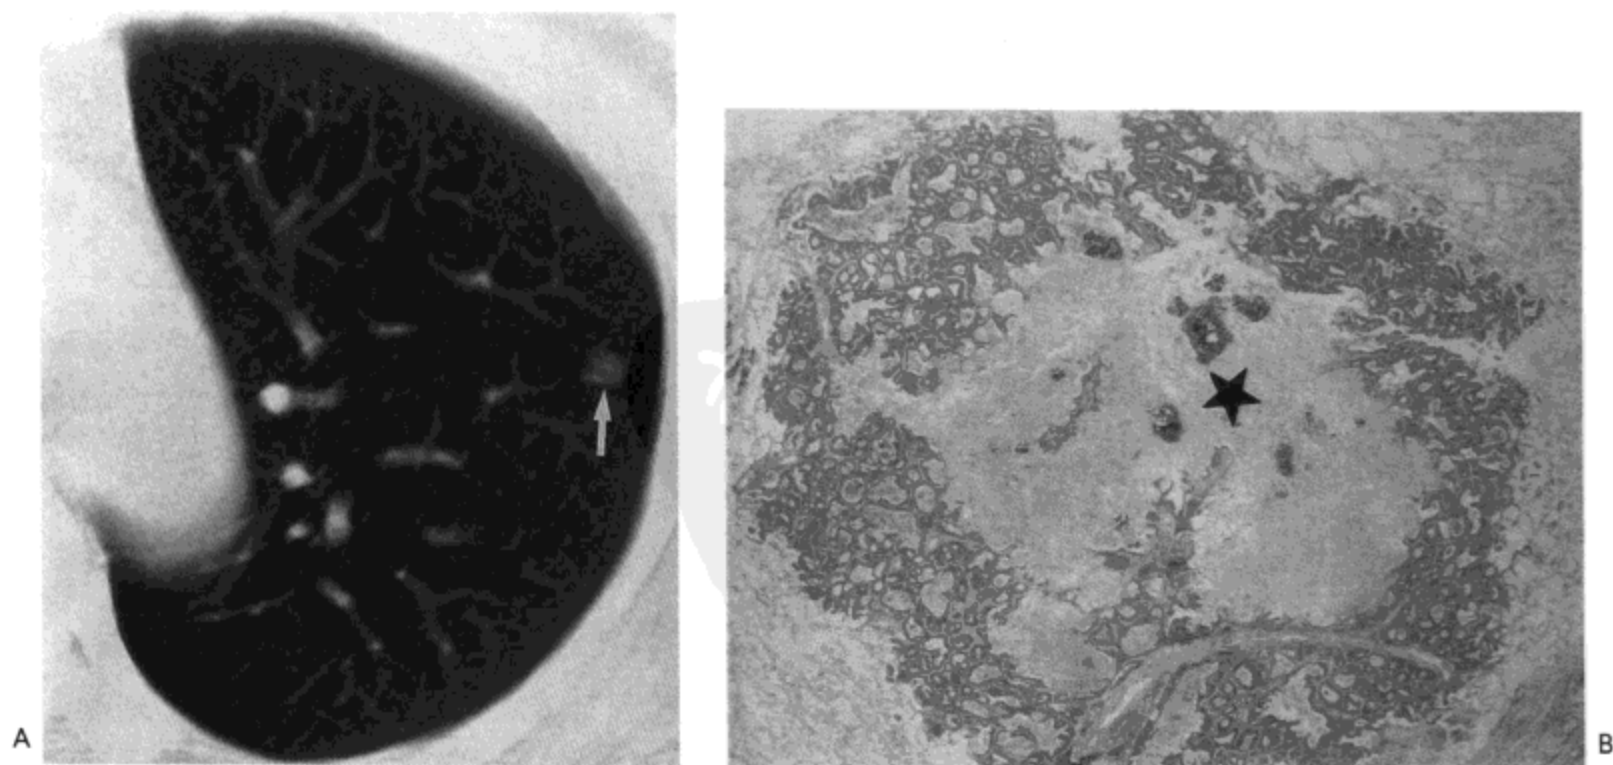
肺转移瘤—光滑的边缘。A: CT影像(7.0mm层厚)示左肺上叶一直径7.0mm的结节(箭号)。B: 切除标本的光镜显微照相示肿瘤细胞充填肺泡腔, 可见明显的中心性坏死(星号)。病人为一患直肠癌的53岁女病人。
